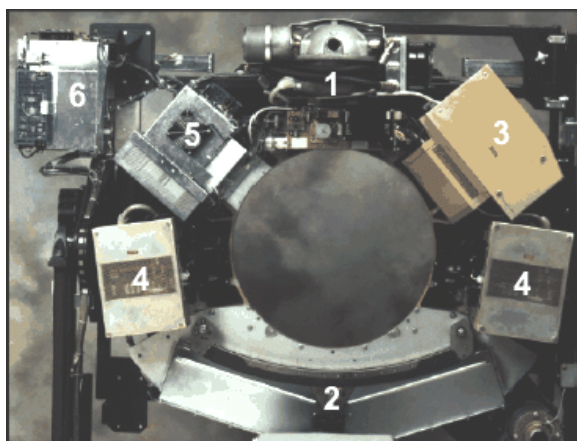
Гентри КТ-сканера: 1 - трубка и коллиматоры, 2 - детекторы, 3 - контроллер трубки, 4 - ВЧ генератор, 5 - встроенный микрокомпьютер, 6 - стационарный компьютер
